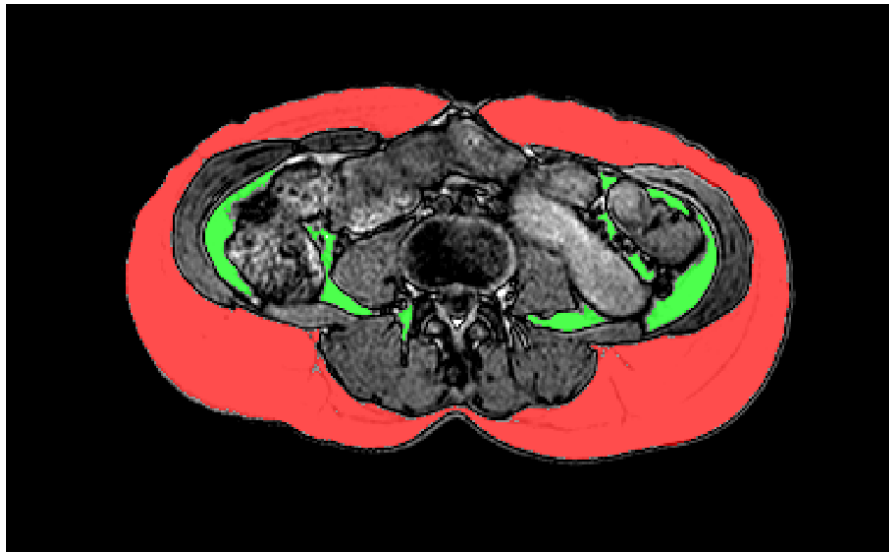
Corte transversal da ressonância magnética (RM) de abdômen. A área hachurada em vermelho foi usada para cálculo de adiposidade subcutânea e a área hachurada em verde foi usada para cálculo de adiposidade visceral. Imagem de um participante do estudo do grupo SIC obtida no serviço de Radiologia do HC-FMRP-USP
